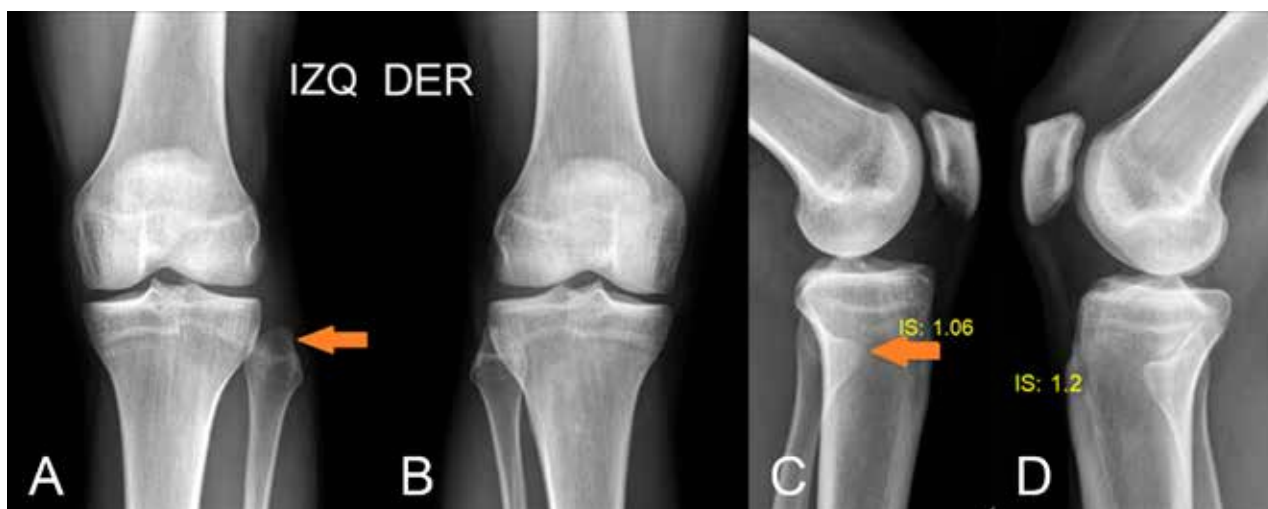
Radiografías comparativas de ambas rodillas donde se observa la asimetría tibioperonea proximal.
